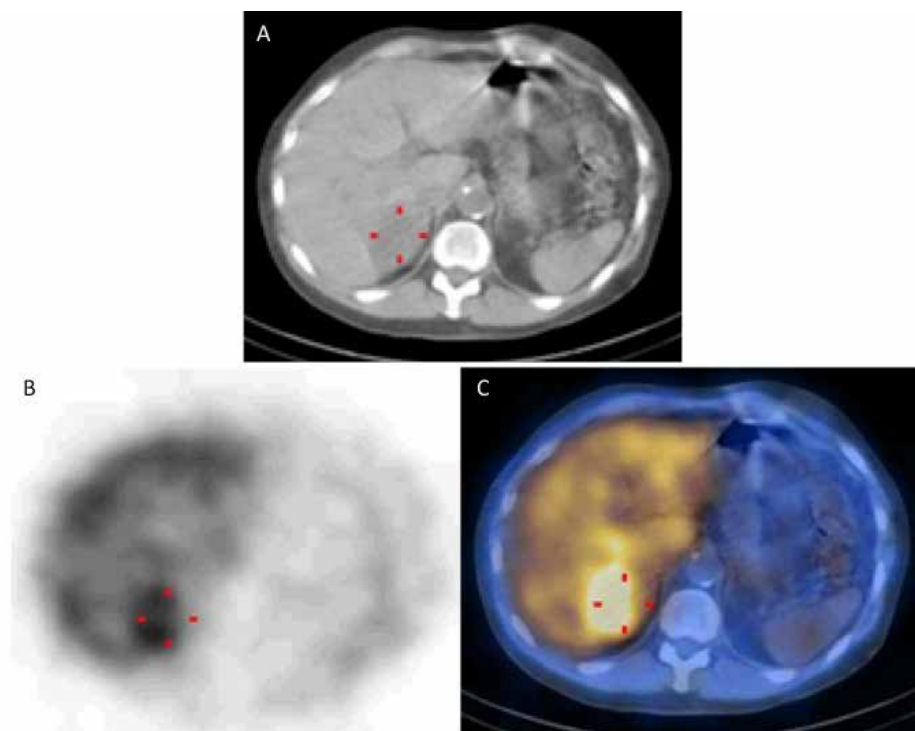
Imágenes correspondientes a SPECT-CT realizado a las 24 horas post-inyección de una dosis trazadora de 370 MBq de I123-MIBG: imágenes axiales de TC de baja dosis (A), SPECT (B) e imagen híbrida SPECT-TC (C), en las que se observa captación patológica de trazador por masa suprarrenal derecha, notablemente mayor que la captación hepática, atribuible a feocromocitoma (marcado con cursores).
